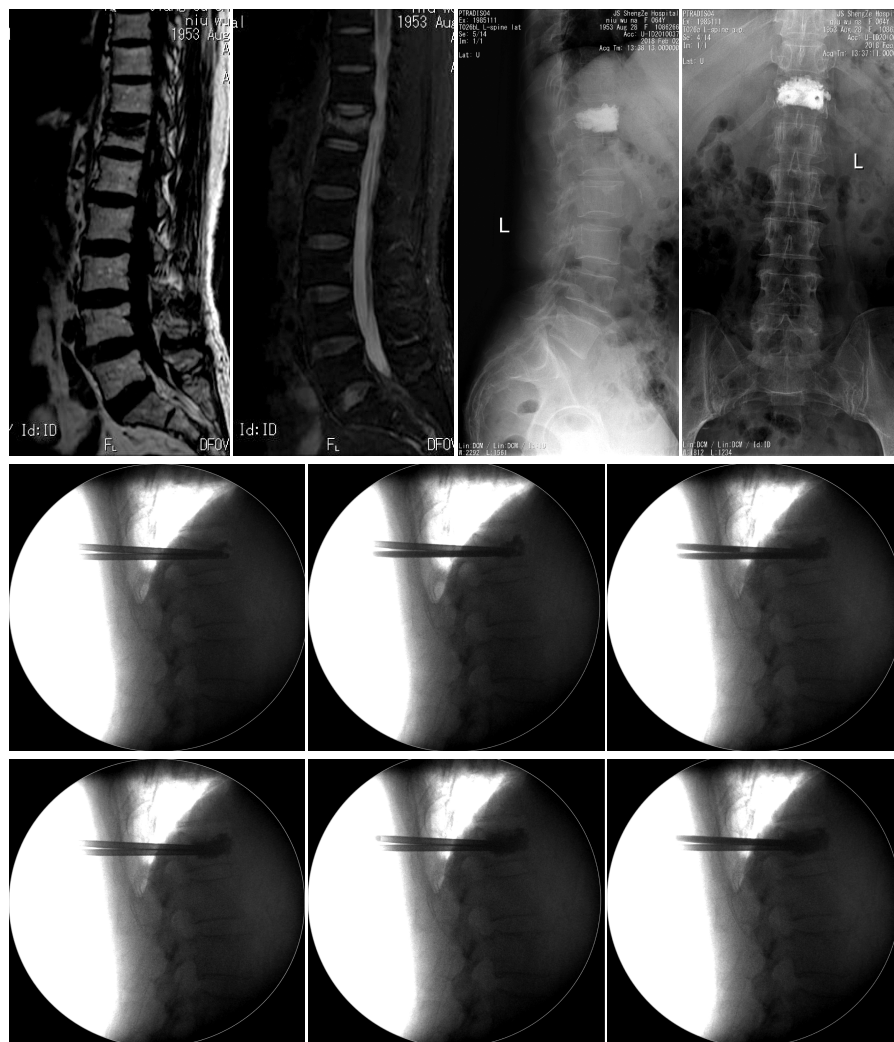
典型病例术前MRI、术后X线检查及术中骨水泥向上方注射情况
